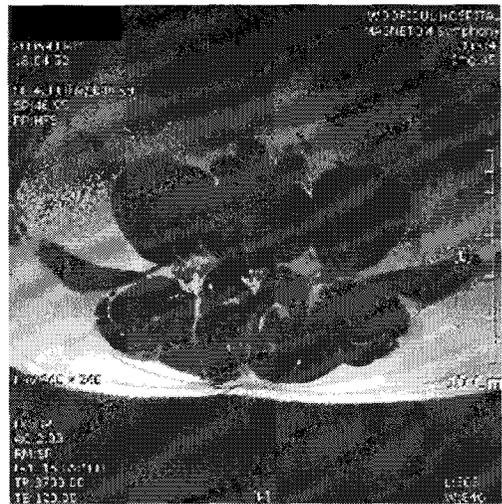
L-spine MRI (2006. 08. 31) 신경차단술 당시 영상 (sag. axi.)
